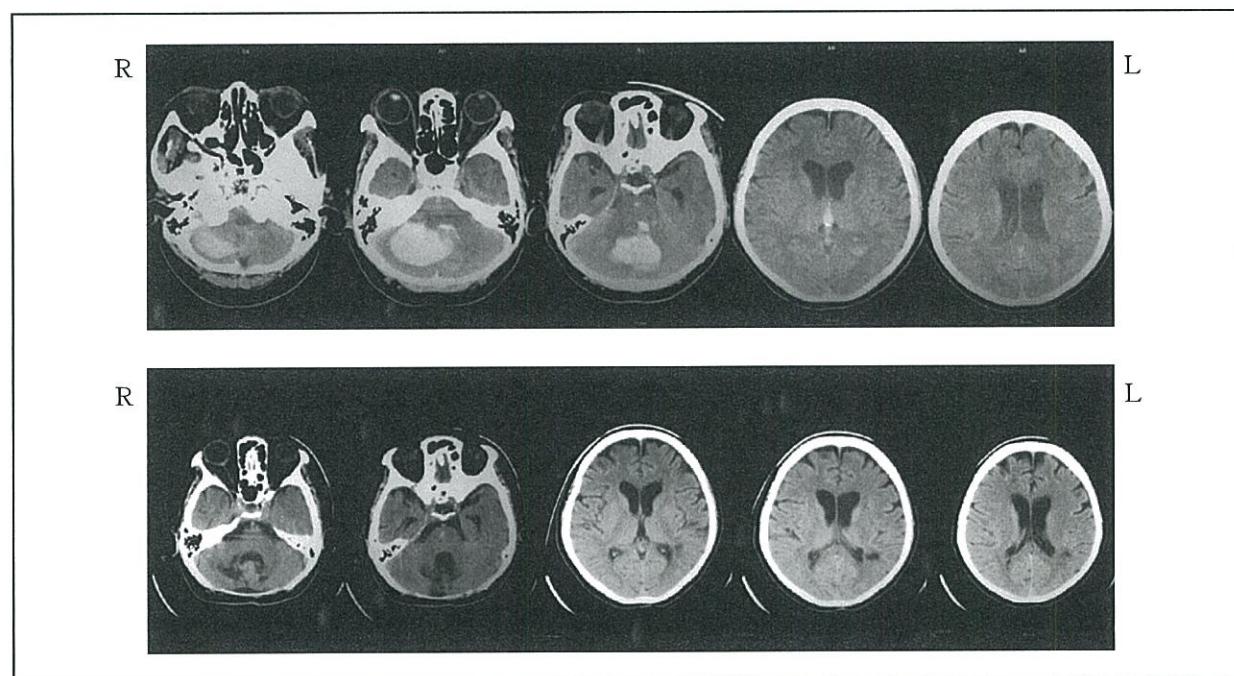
症例 2 上段：発症当日 CT、下段：発症約 2 ヶ月後頭部 CT
